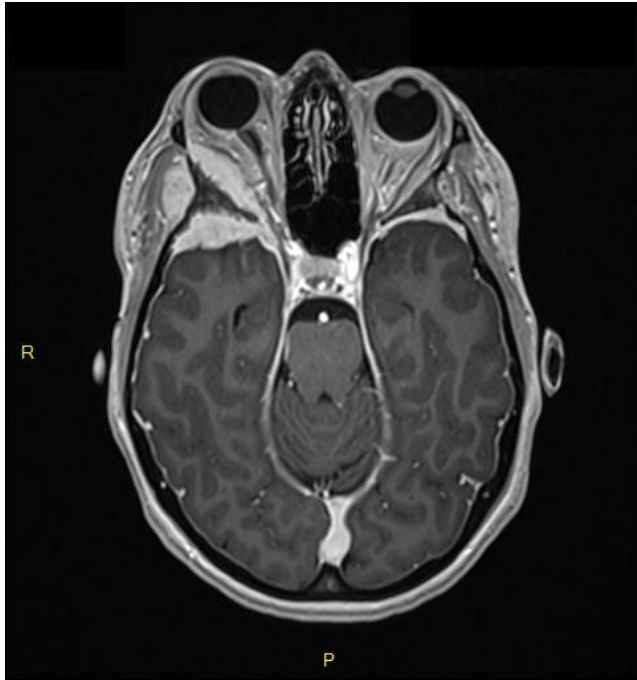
MSO bilatéraux, IRM cérébrale, coupe axiale, T1 avec injection gadolinium.
